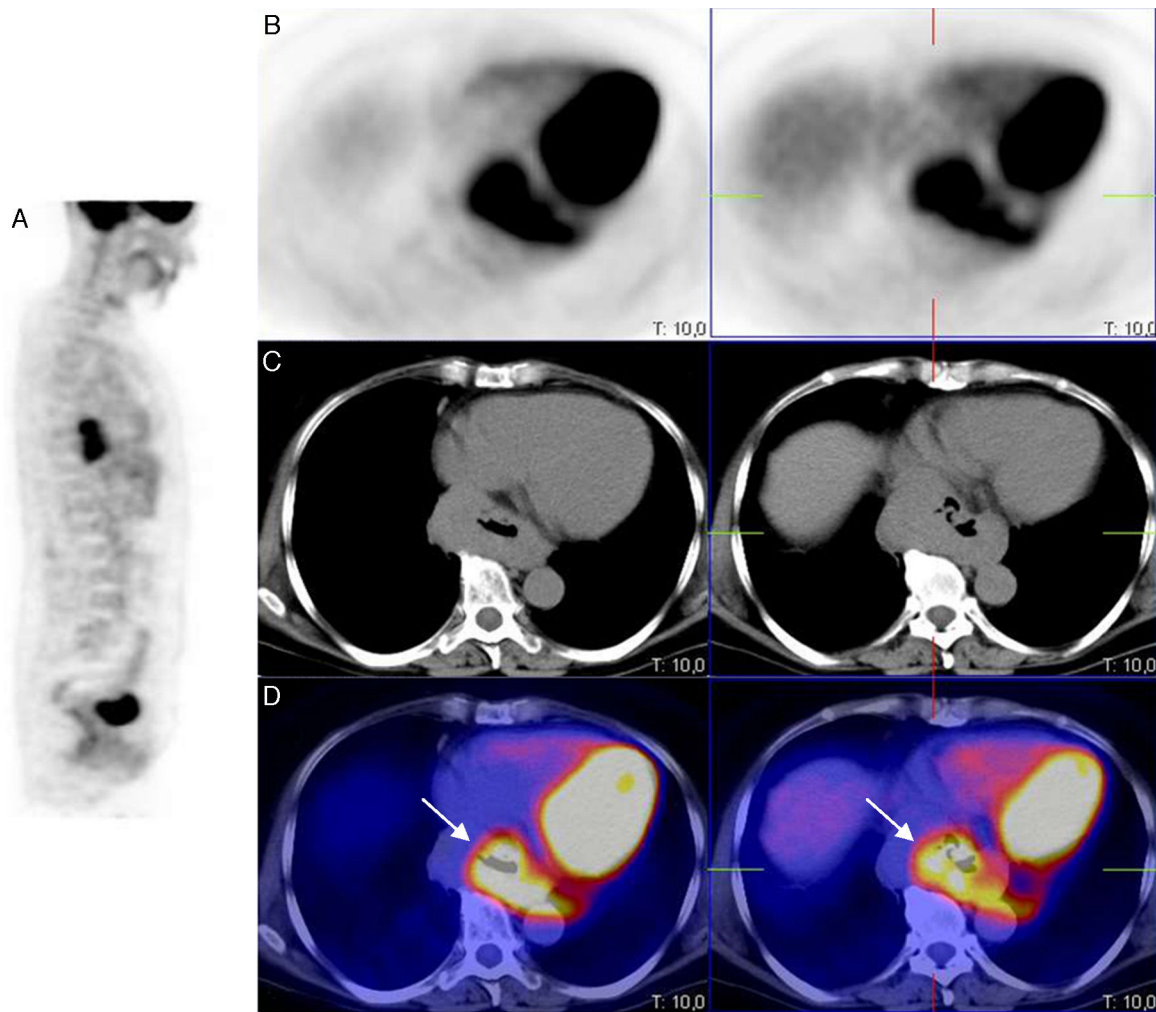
Imagen PET/TC con FDG, en proyecciones PET sagital (A), PET axial (B), TC axial (C) e imagen de superposición PET-TC (D), que muestra un incremento de la actividad metabólica en el tercio inferior esofágico y en la unión esófago-gástrica, con un notable aumento del grosor de la pared esofágica y gástrica.
